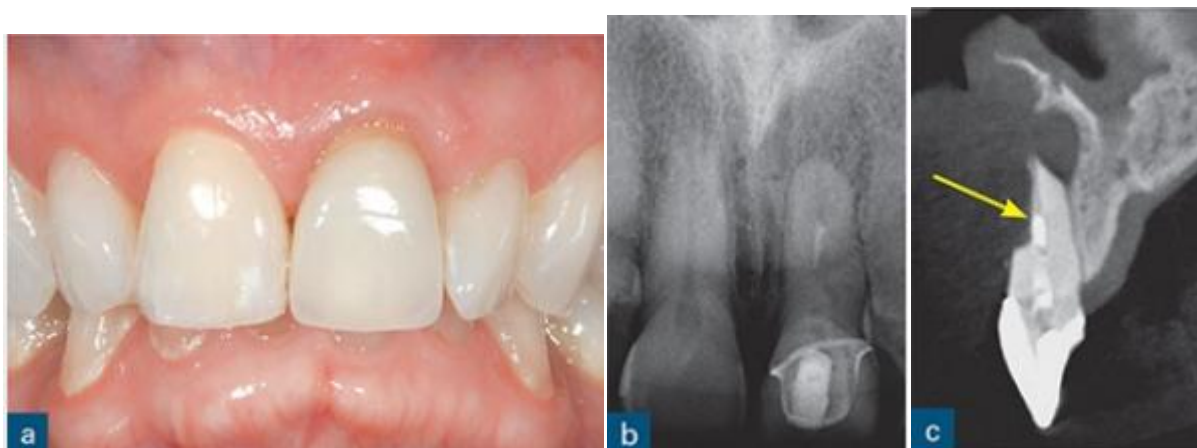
(a) Une photographie et (b) une radiographie péri-apicale de la dent de l'incisive centrale supérieure gauche. La dent symptomatique a été traitée à la racine et il y a une radio-clarté péri-apicale persistante et bien circonscrite. Le remplissage de la racine manque de longueur et densité adéquates. Pendant le retraitement endodontique non chirurgical, la lecture du localisateur de l'apex était erratique et la lecture zéro et la longueur de travail n'a pas pu être établie de manière fiable. (c) Image CBCT sagittale reconstruite par la même dent révélée perte importante de la structure radicale du tiers coronal au sommet (flèche jaune) et péri-apicale associé perte osseuse. Il n'a pas été possible de traiter de nouveau le canal radiculaire et la dent a été extraite. [35]
